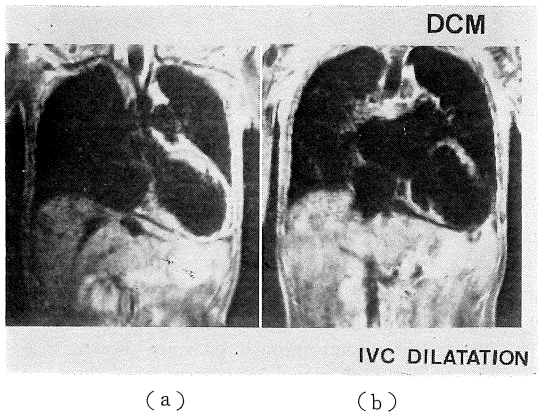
Representative case (No.7) of dilated cardiomyopathy by MRI. Dilatation of inferior vena cava and left atrial enlargement were clearly observed in addition to left ventricular dilatation.
